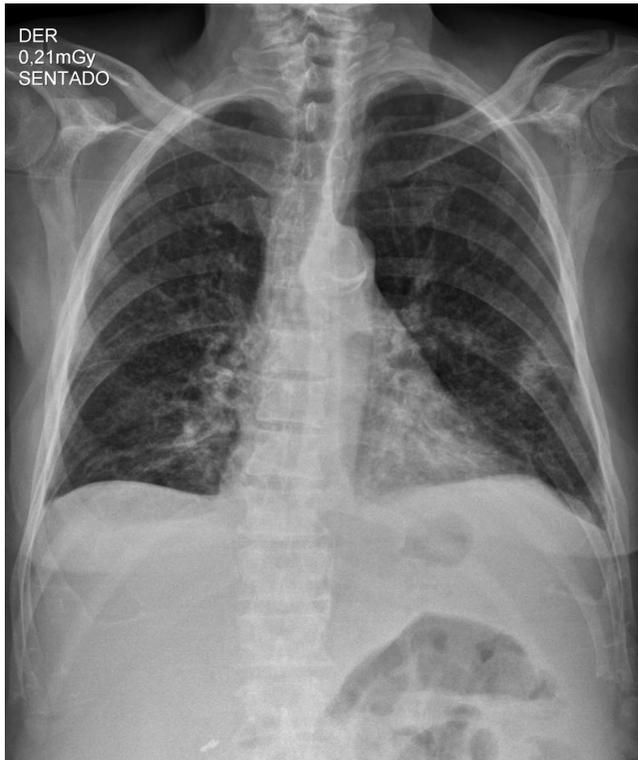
Radiografía anteroposterior (AP) de tórax que muestra opacidades intersticiales reticulares gruesas en ambos campos pulmonares y ángulos costofrénicos libres.
